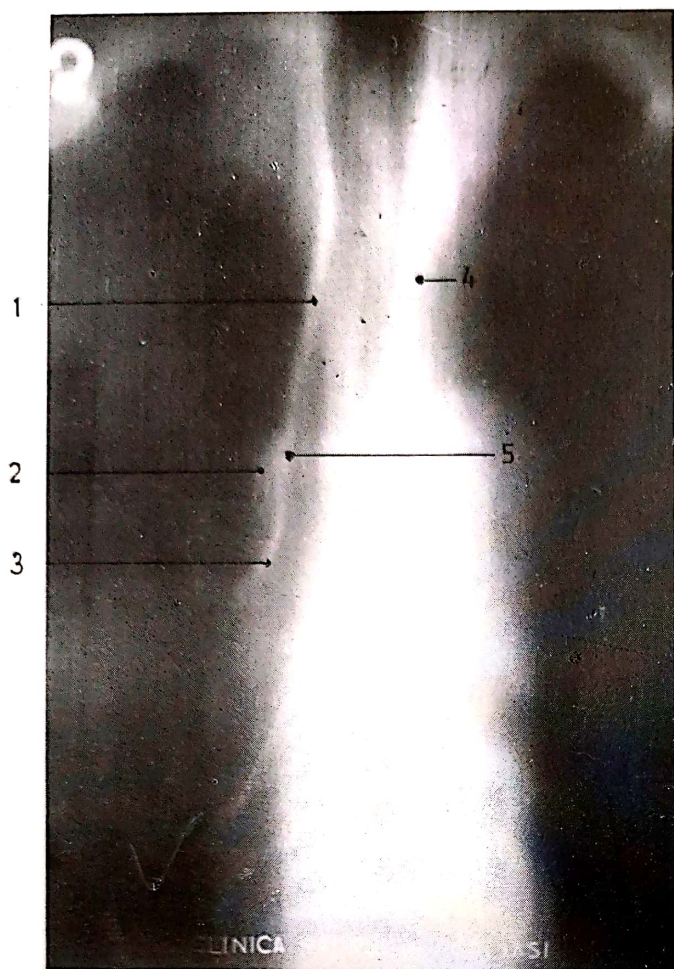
Tomografie efectuată la nivelul planului bifurcației traheei: 1, banda paratraheală dreaptă; 2, bulbul venei azygos și linia azygos; 3, banda traheo-bronșică dreaptă; 4, banda paratraheală stângă; 5, arcul venei azygos.
